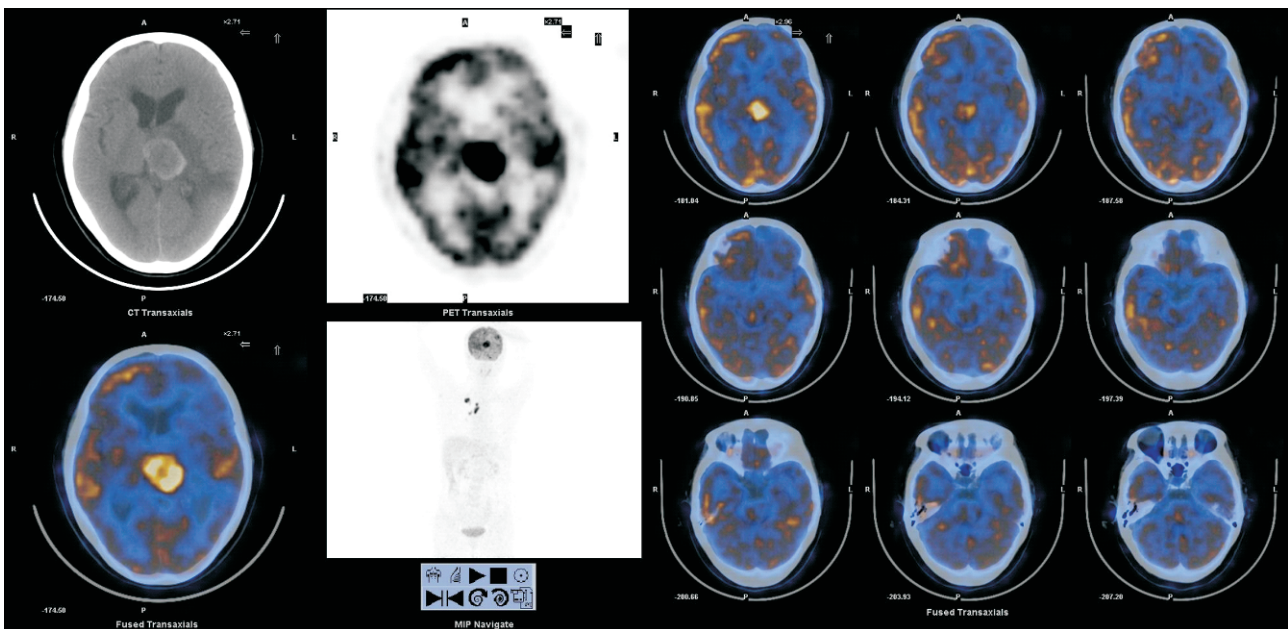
右肺腺癌脑转移 PET/CT 横断面图像
